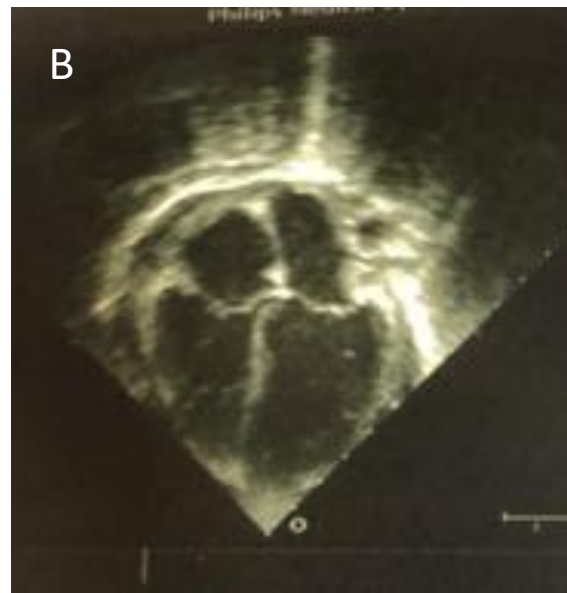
Em A, ecocardiograma da admissão demonstrando derrame pericárdico de grau importante (“swimming heart”). Em B, Ecocardiograma demonstrando melhora do derrame pericárdico, caracterizando derrame pericardio de grau discreto à moderado, exame que realizado antes da primeira alta hospitalar do paciente, melhora observada após terapêutica inicial descrita.
